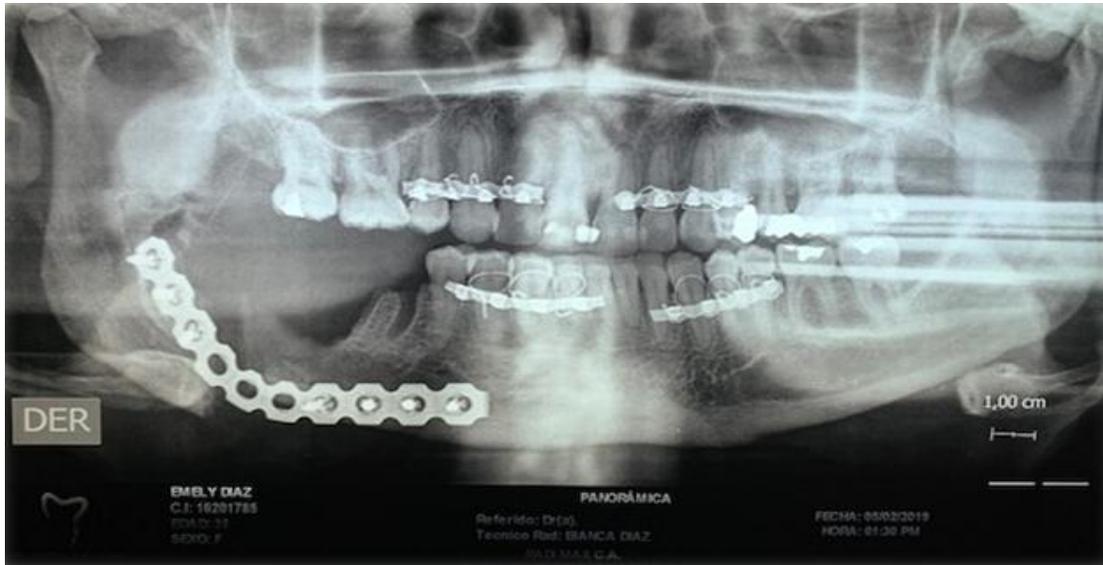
Radiografía panorámica de control 8 días postcirugía donde se evidencia la placa de osteosíntesis en posición y el arco de Erick para la fijación intermaxilar
